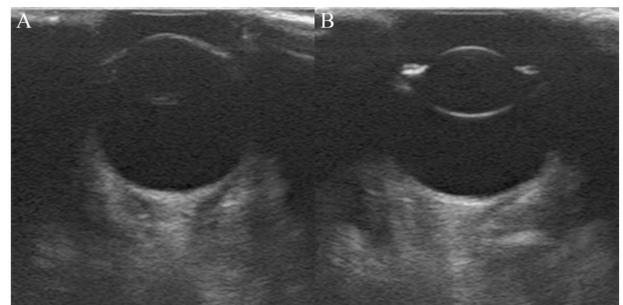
B-mode dorsal plane ultrasound images of right eye (A) and left eye (B). Compared with the normal left eye, the anterior surface of the right eye lens was observed as a hyperechoic thin line and the focal hyperechoic area was also detected in the posterior part of cortex. These findings represent a cortical cataract. There were no significant findings in the rest of structures and retrobulbar region of the right eye.
